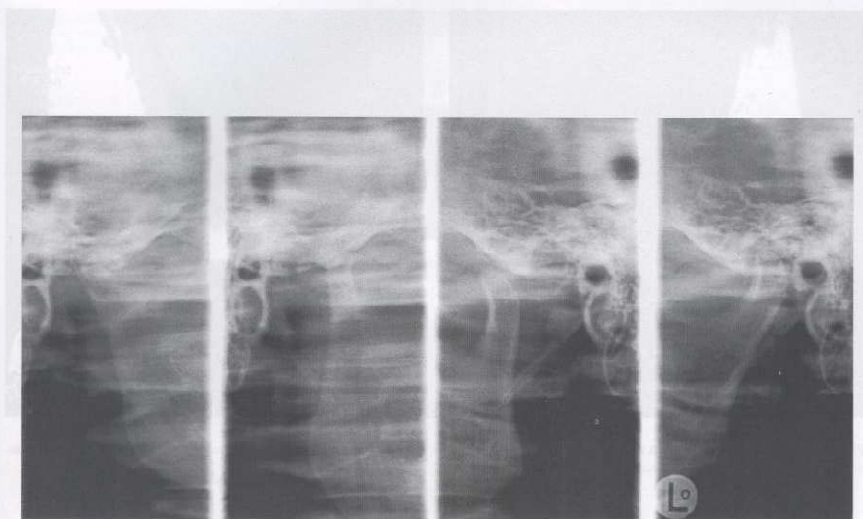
Radiografía de ATM. La radiografía de la ATM con la boca abierta y cerrada muestra la alteración estructural del cóndilo derecho; también se aprecia una limitación de la traslación del cóndilo derecho durante la apertura bucal máxima en comparación con el izquierdo.
